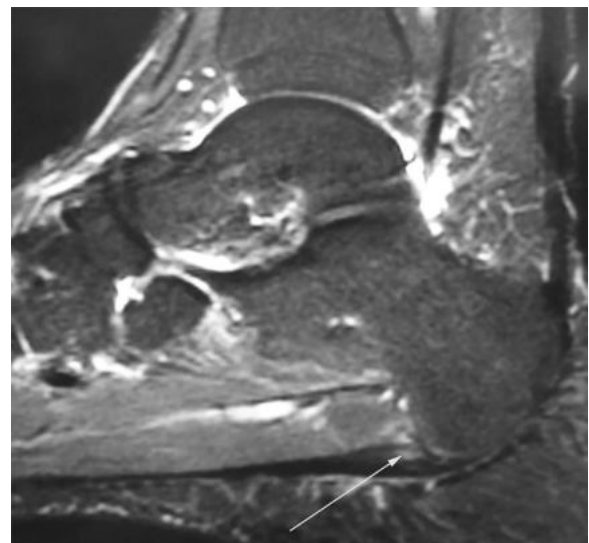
Resonancia magnética ponderada en T2 que muestra engrosamiento de la fascia plantar con un pequeño desgarro (indicado por flecha).
